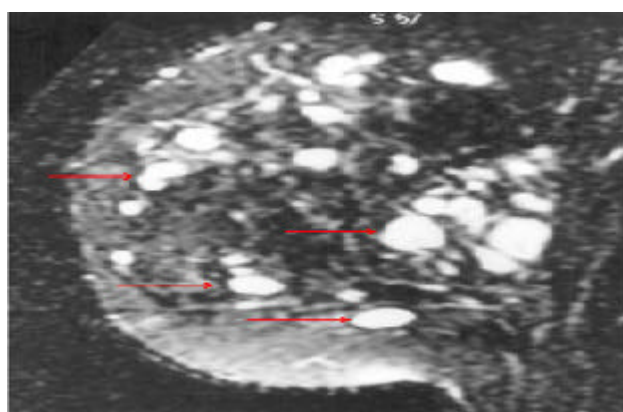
CNC y Tumores mamarios.RMN: Mixomatosis mamaria.Extraído de: Springerlink.com.2013.Stratakis CA,Tatsi C.Fig 76: CNC .Osteocondromixomaa) Rx:Lesión osteoblástica a nivel de la diáfisis de la tibia.b) Lesión osteolítica a nivel de a diáfisis del radio.Extraído de: Springerlink.com.2013.Stratakis CA,Tatsi C.
